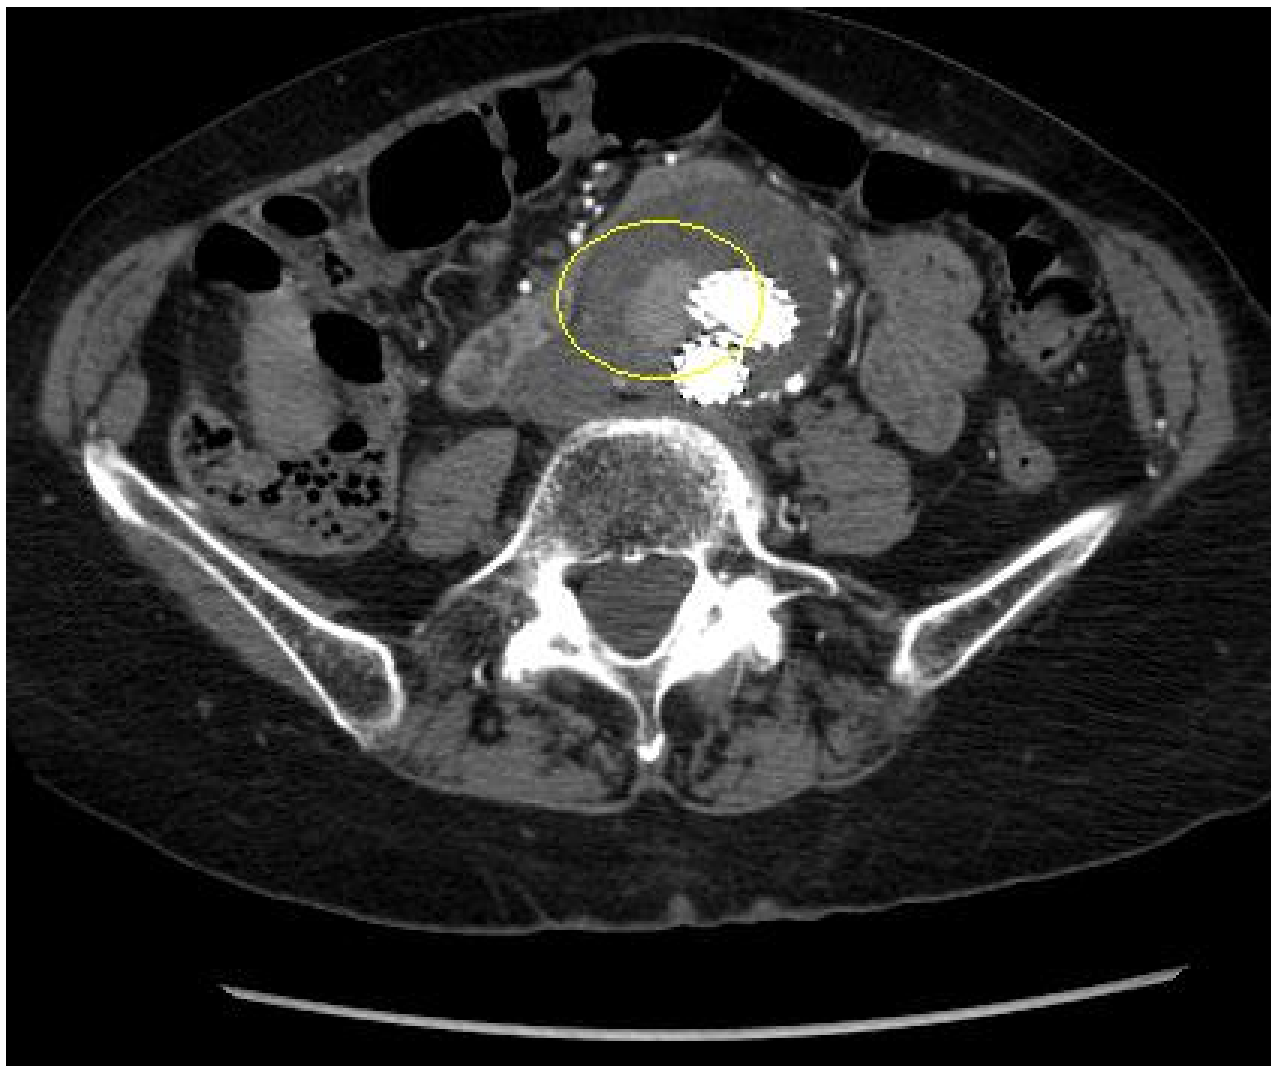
Vazamento (endoleak) do tipo II (circulado) descoberto na tomografia computadorizada (TC) de acompanhamento
